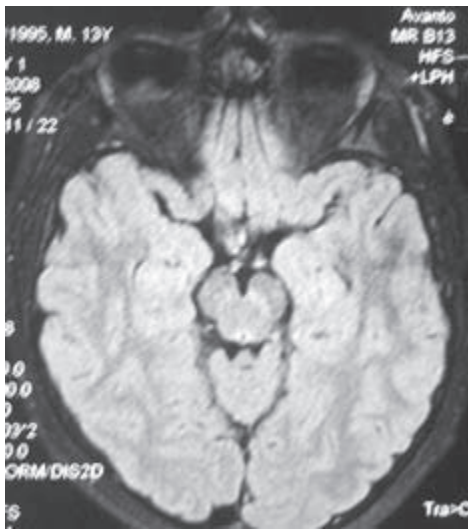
Ознаки темпорального медіанного склерозу у хворого О. на МРТ головного мозку в режимі FLAIR у горизонтальній площині
